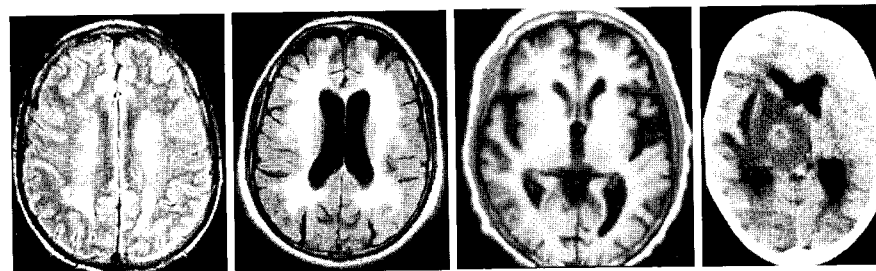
Лучевые проявления поражений головного мозга (МРТ) при первичном ВИЧ-энцефалите (а), героиновой наркомании (б), токсоплазмозе головного мозга (в), печеночной энцефалопатии (г) (Трофимова Т.Н., 2000–2011 гг.).
